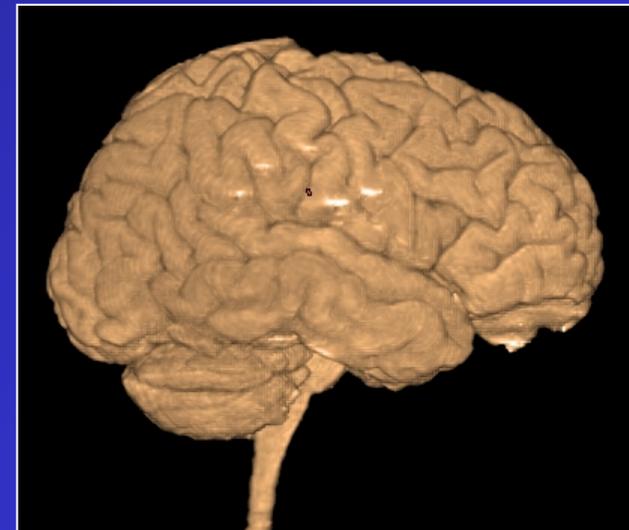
Imagerie Anatomique : IRM
